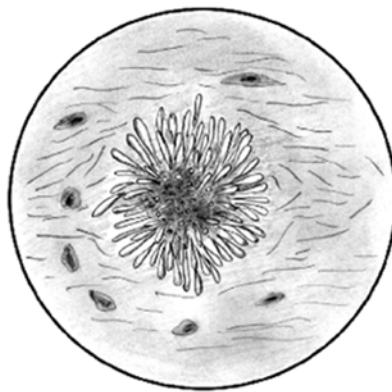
Мікроскопія мокротиння (нативний препарат): друзи актиноміцетів
